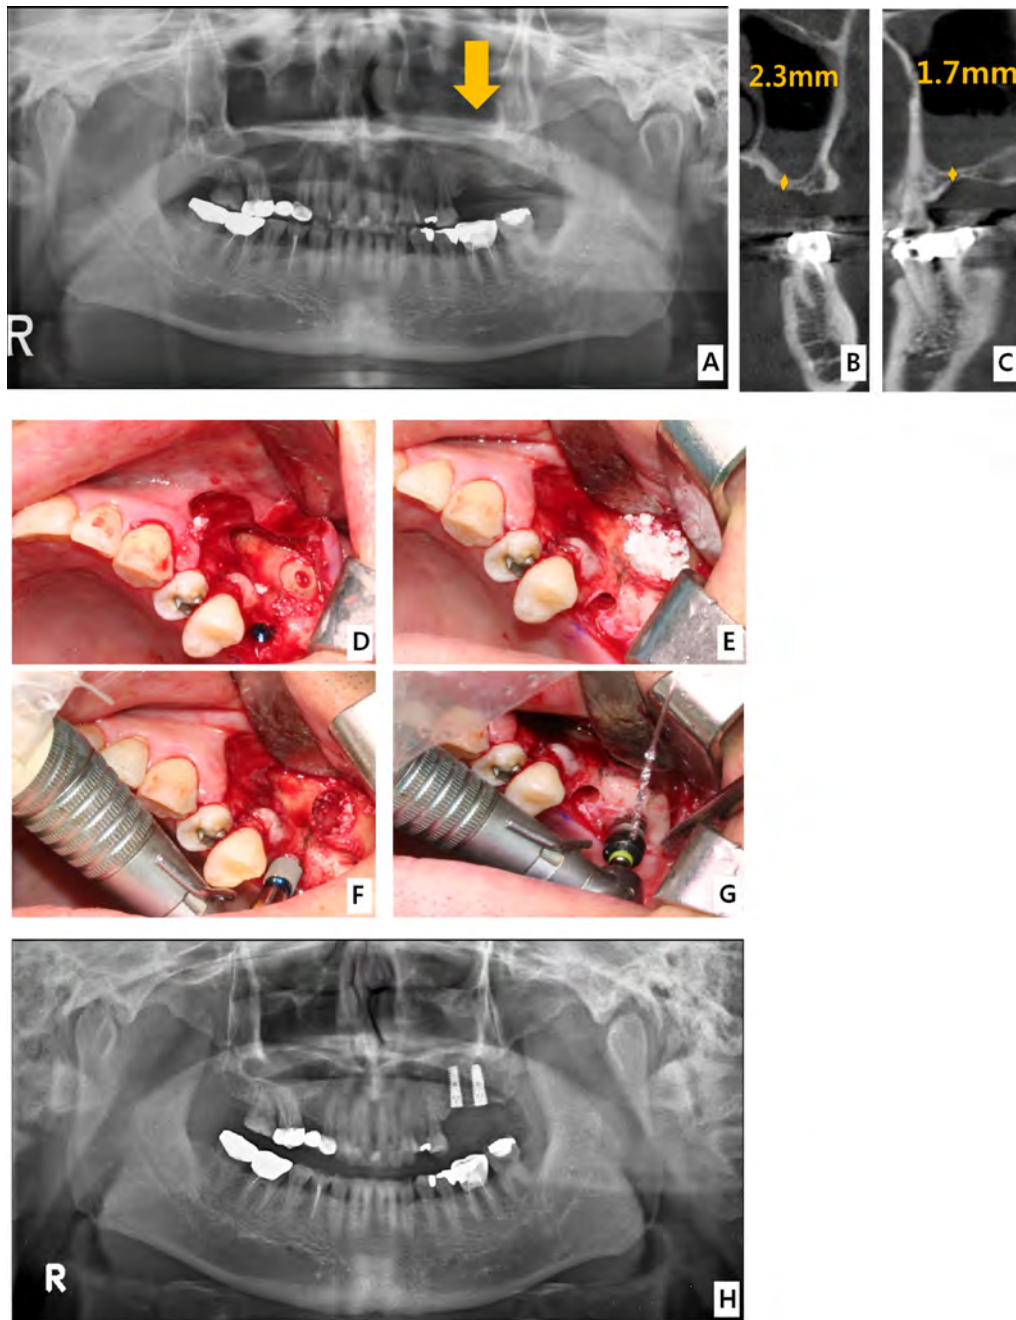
(A) Preoperative panoramic view, (B) Preoperative CT scan (paraxial view), (C) Preoperative CT scan (axial view), (D) The Lateral wall was prepared with a hydraulic lift kit, (E) Bone graft material was inserted beneath the elevated membrane, (F, G) Two fixtures were installed (Length = 11.5 mm), (H) The dome shaped radiopacity was observed which is surrounding the implant apex (Postoperative panorama at 1-month).
